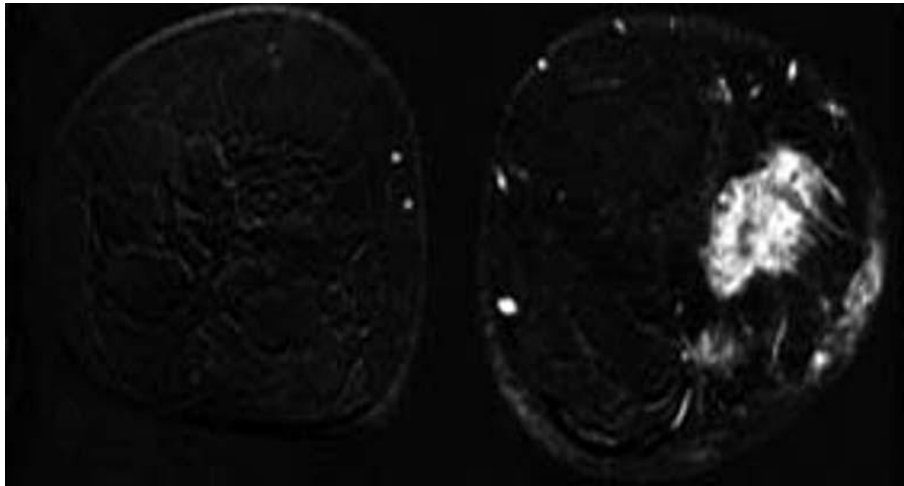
IRM pré-thérapeutique chez une patiente de 40 ans ; sélection de quelques images en soustraction d'arrière en avant : épaissement cutané externe prenant le contraste après injection et mise en évidence de plusieurs masses tumorales externes (27)
